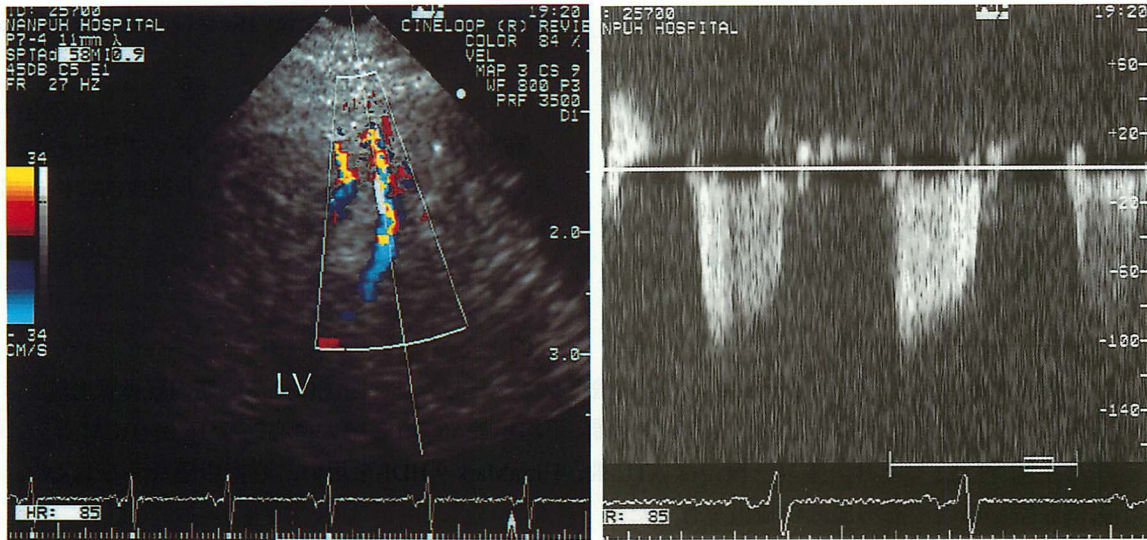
Color and pulsed Doppler flow signals at the apex obtained from a patient with hypertrophic cardiomyopathy
